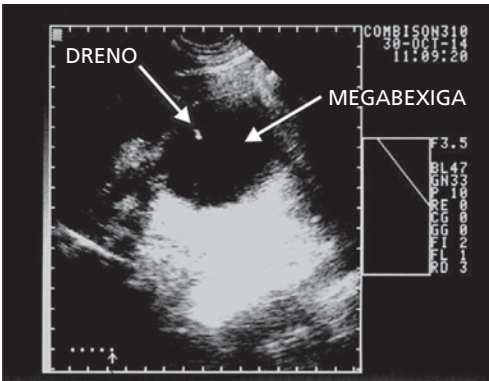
Ultrassonografia: identifica-se ponta brilhante do dreno vesicoamniótico dentro da bexiga fetal.
